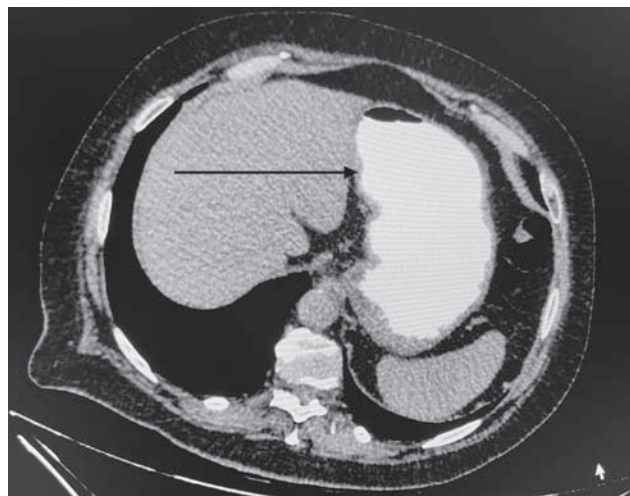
КТ с пероральным введением водорастворимого контрастного вещества (сагиттальная проекция): затрудненный пассаж контрастного вещества (скопление контрастного вещества в желудке)
